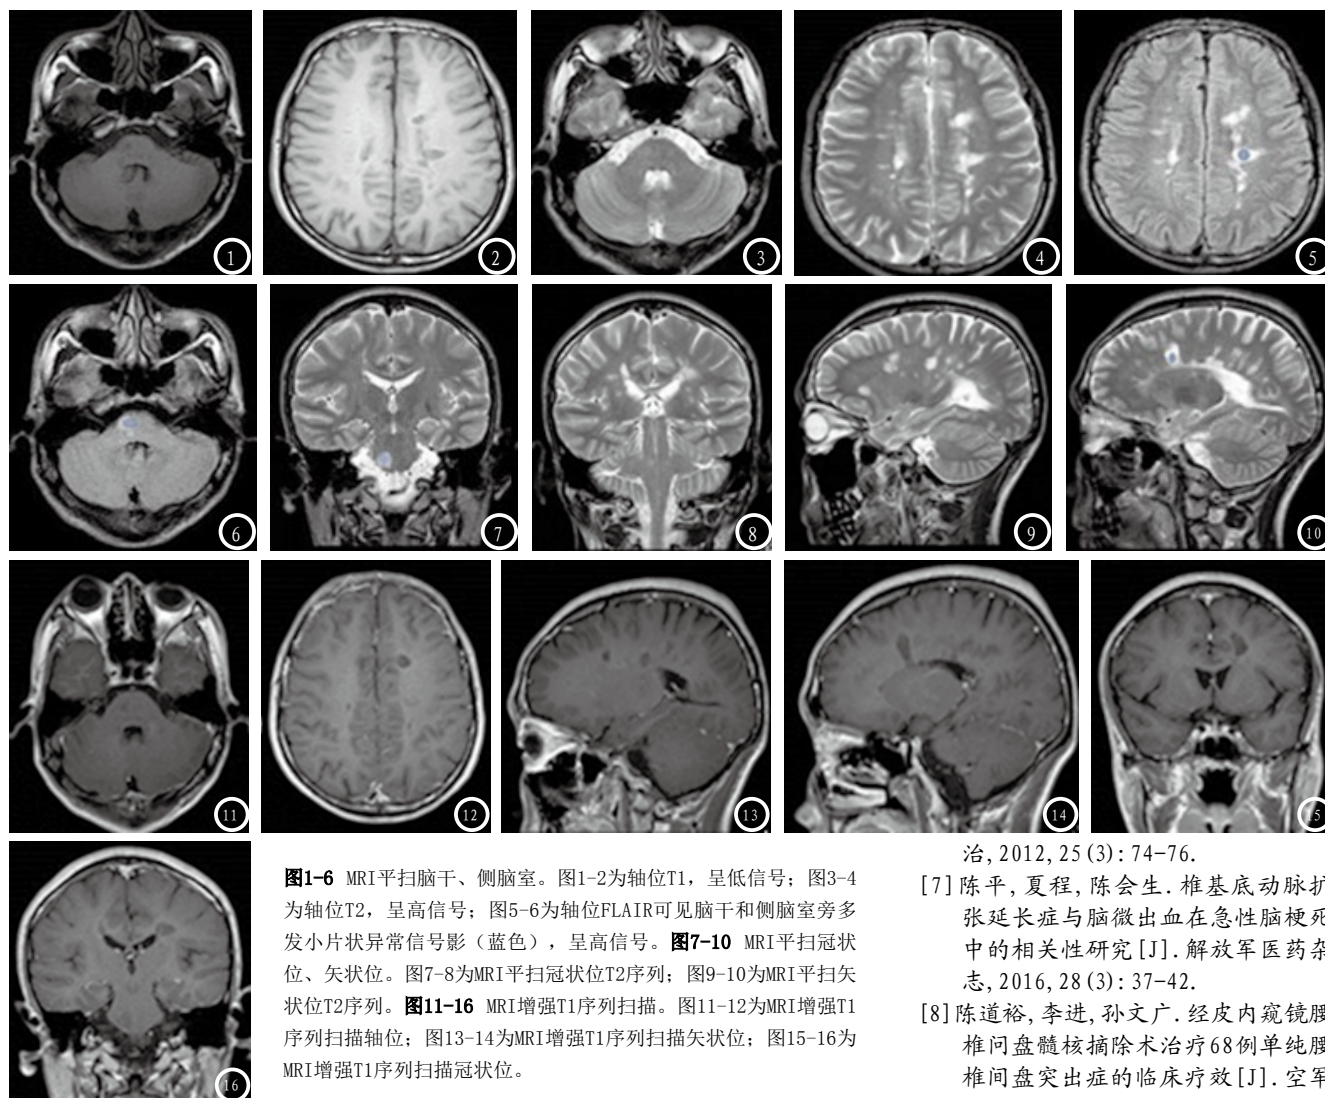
MRI平扫脑干、侧脑室。图1-2为轴位T1，呈低信号；图3-4为轴位T2，呈高信号；图5-6为轴位FLAIR可见脑干和侧脑室旁多发小片状异常信号影（蓝色），呈高信号。图7-10 MRI平扫冠状位、矢状位。图7-8为MRI平扫冠状位T2序列；图9-10为MRI平扫矢状位T2序列。图11-16 MRI增强T1序列扫描。图11-12为MRI增强T1序列扫描轴位；图13-14为MRI增强T1序列扫描矢状位；图15-16为MRI增强T1序列扫描冠状位。
